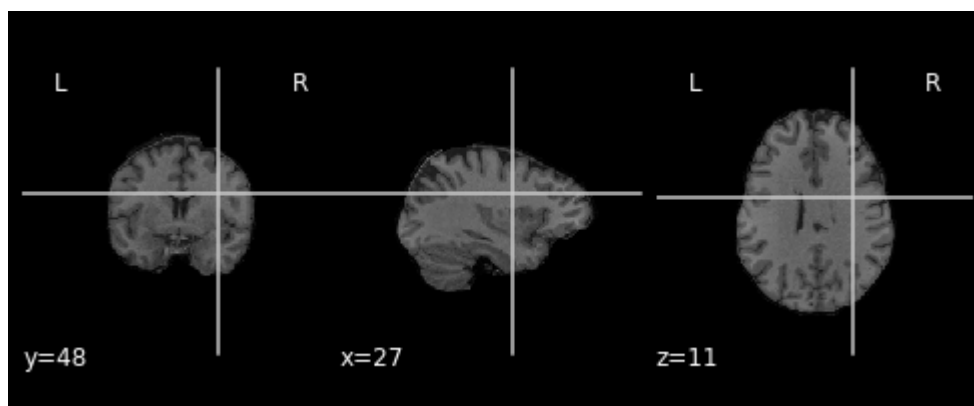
Пример визуализации МРТ-изображения
